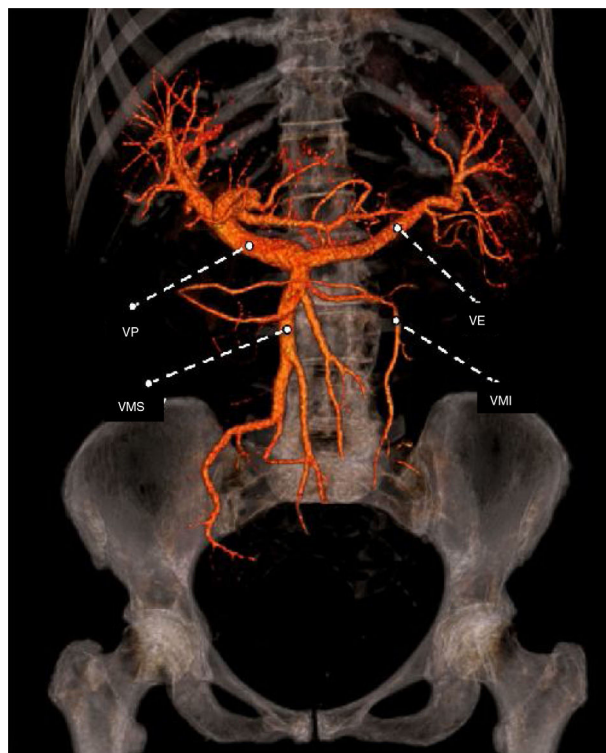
Vista coronal de la reconstrucción del sistema venoso portal, esplénico y mesentérico por medio de la MD-CT con *volume rendering*
